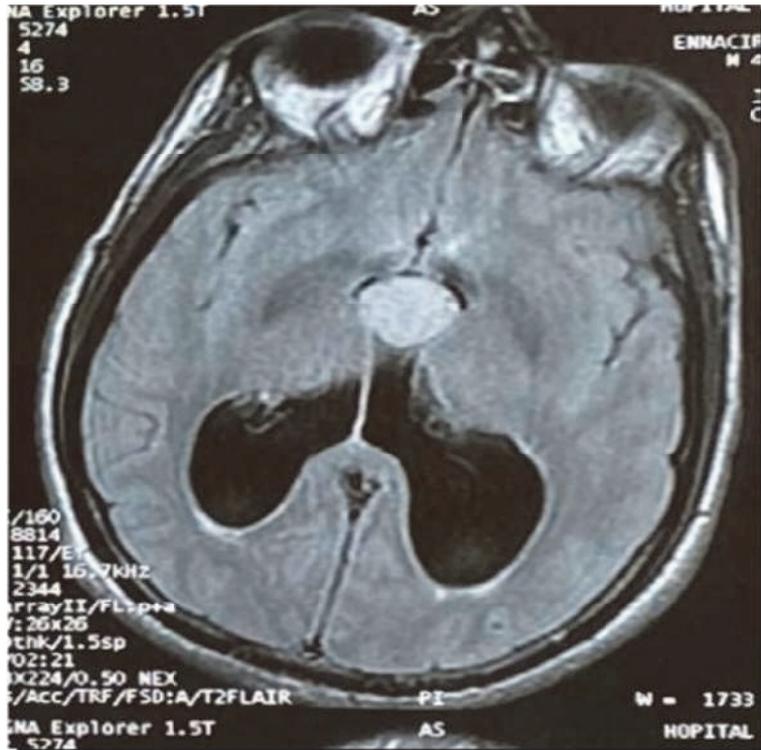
IRM cérébrale injecté coupe axiale : Formation arrondie en hypersignal T1 au niveau du V3 avec fin rehaussement après injection du produit de contraste avec une dilatation des deux ventricules latéraux.
